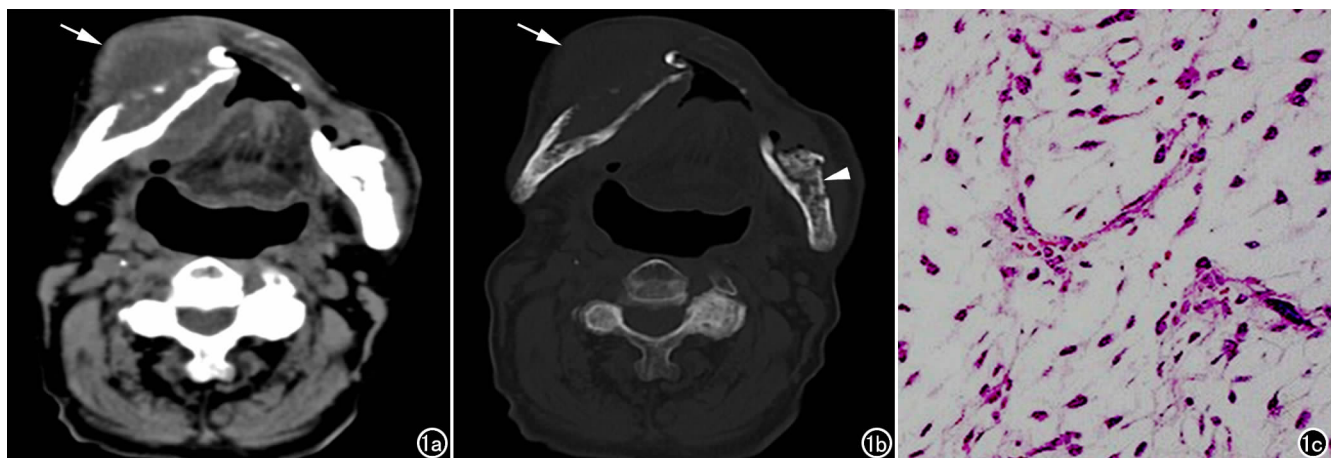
男,56 岁,鼻咽癌放疗 12 年,右侧下颌骨粘液型 MFH。a) CT 软组织窗示右侧下颌骨一囊性软组织肿块(箭);b) CT 骨窗示右侧下颌骨溶骨性骨质破坏(箭),左侧下颌骨体部见放射性骨坏死改变(箭头);c) 镜下示梭形细胞和星芒状细胞稀疏散布于粘液基质中,部分细胞内见异常核分裂($\times 400$, HE)。
